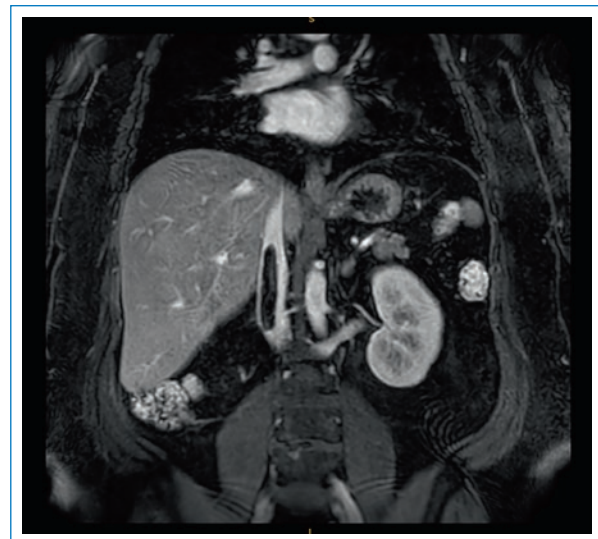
Corte coronal de resonancia magnética, secuencia T1 de saturación grasa, donde se observa un trombo en el interior de la vena cava inferior posterior a la desembocadura de la vena renal derecha, que se extiende hasta la desembocadura de las venas suprahepáticas.
